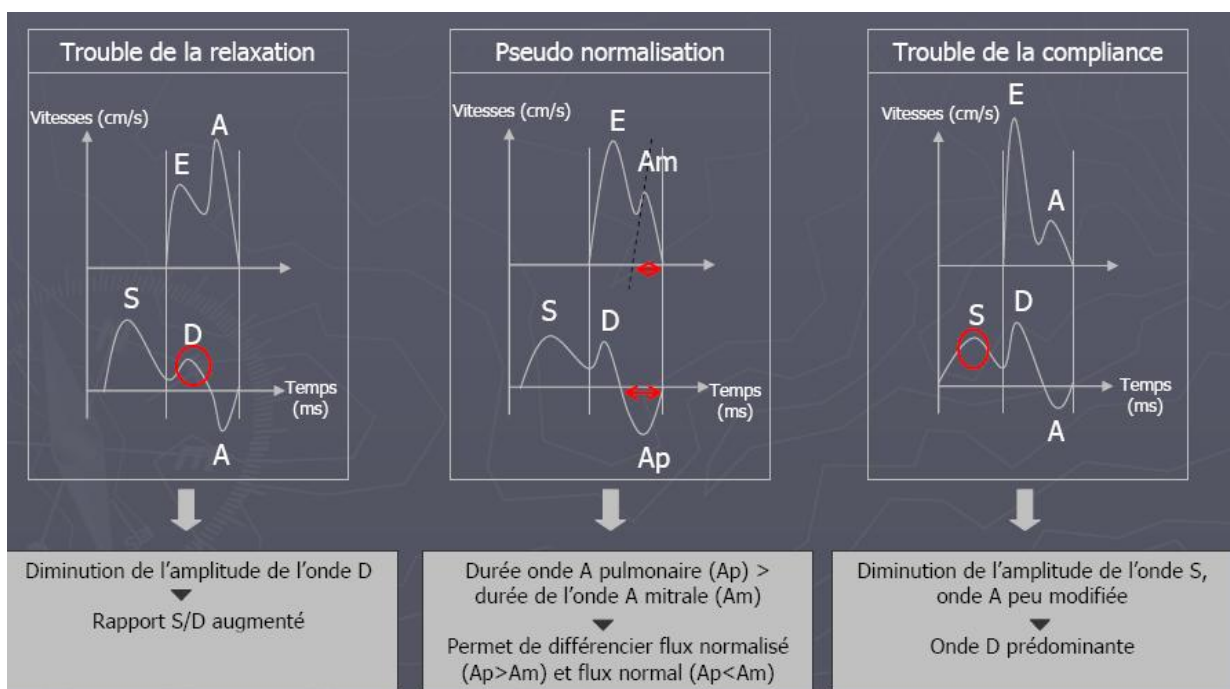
Les différents stades de la dysfonction diastolique en Doppler veineux pulmonaire
